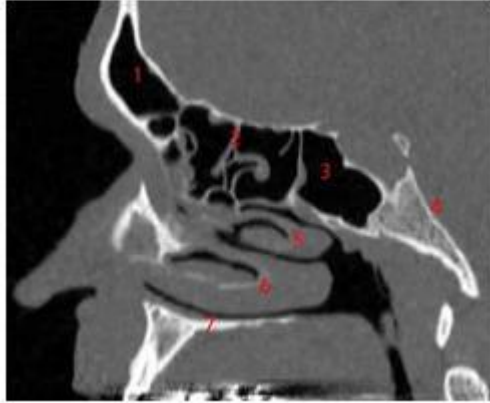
TDM en coupe sagittale passant par le sinus de la base du crâne:
